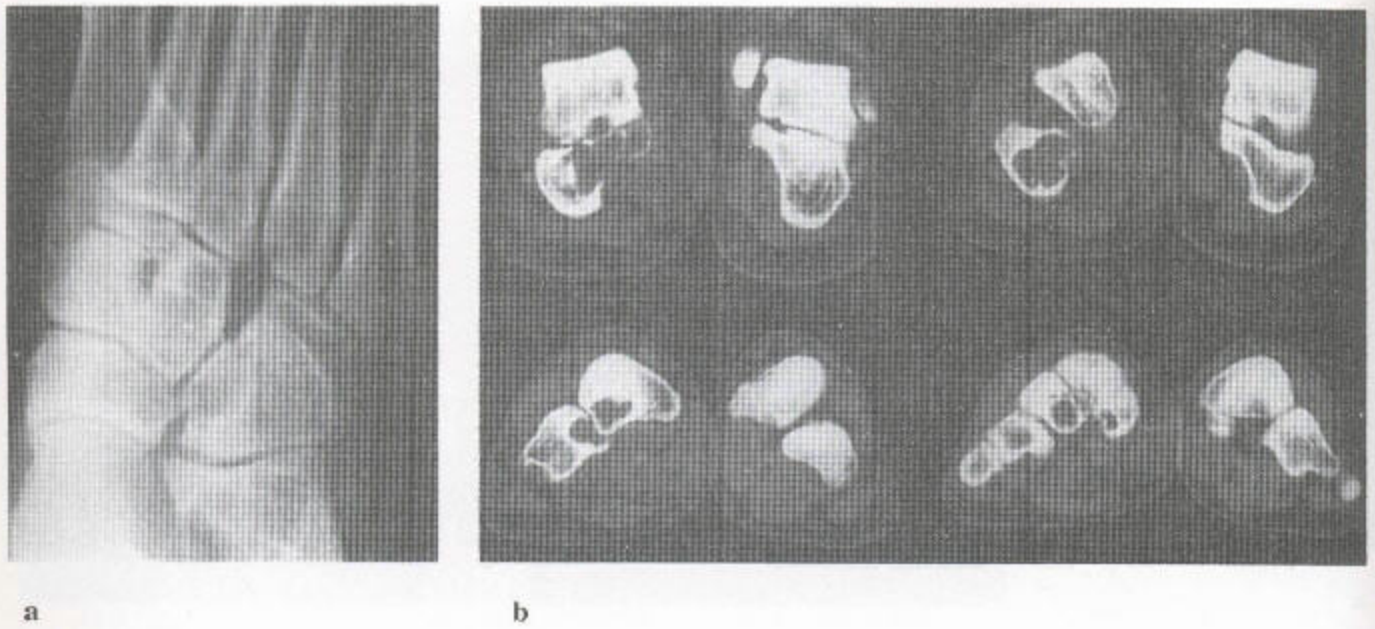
著色性绒毛结节性滑膜炎 (a) 足后部的 X 线平片表明骨膜有广泛性异常, 其邻近的骨有多发性界限清楚的侵蚀。(b) CT 扫描证实了上述广泛性骨质破坏的存在, 该破坏是由侵蚀邻近关节面的以无矿化性滑膜为基底的一个软组织肿瘤造成的。
